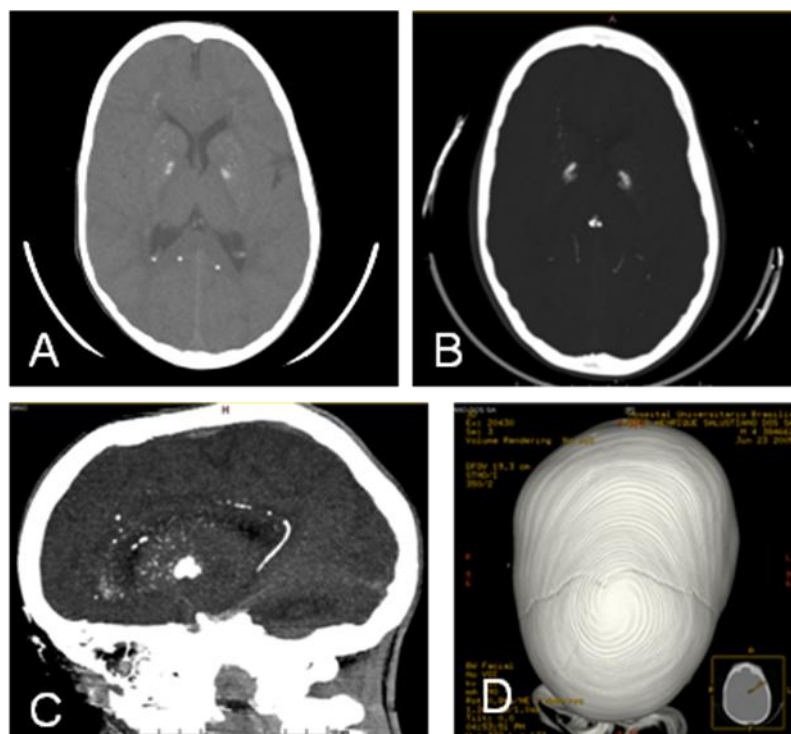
Tomografia computadorizada de crânio (TC) do Paciente 2: mostra calcificações em núcleos de base, calcificações periventriculares e em substancia branca, realizado em 2008 (Fig. 7.A). Calcificações de possíveis artérias bilateralmente além das calcificações em núcleos de base e disseminadas pelo parênquima também foram observadas em exame realizado em 2012 (Fig.7.B). Corte sagital de TC realizada em 2012, mostrando imagem compatível com calcificação do ramo esplênico da artéria cerebral posterior (Fig.7.C). Tomografia computadorizada 3D mostrando precoce fechamento de sutura sagital (Fig. 7.D)
